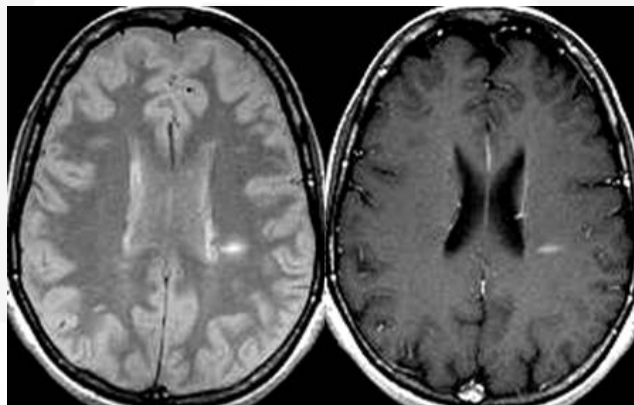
RM cerebral. Secuencias ponderadas en densidad protónica (izquierda), y T1 con contraste (derecha) en el plano transversal en un paciente con un síndrome neurológico aislado. Obsérvese la típica lesión desmielinizante de morfología ovoidea con su eje mayor perpendicular al eje antero-posterior del cráneo, que además se realza con el gadolinio.
